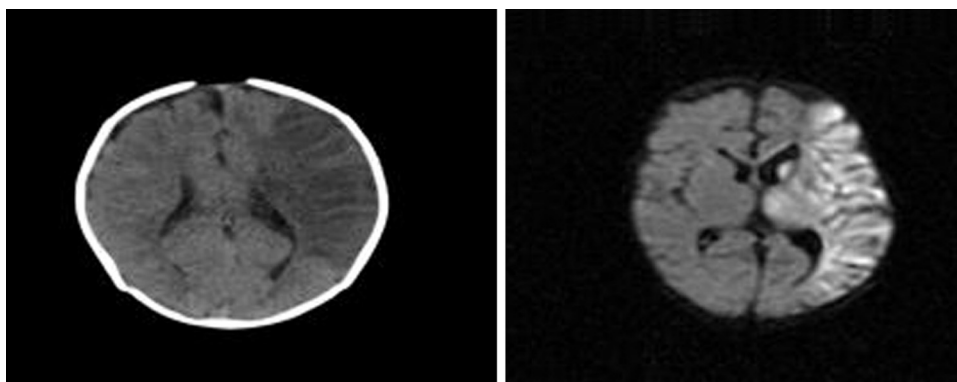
TAC craneal (izquierda) y RM craneal (derecha) donde se aprecian señales compatibles de infarto agudo en la arteria cerebral izquierda media.
